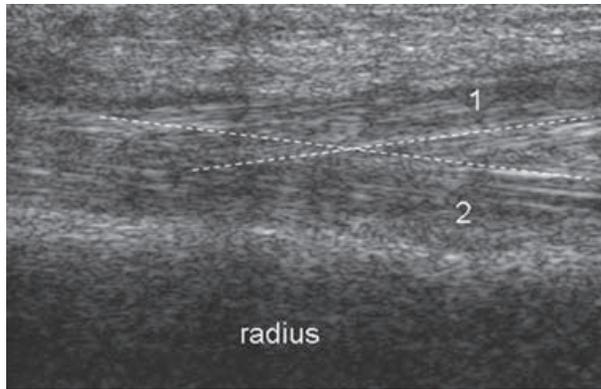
Aspect échographique normal en coupe échographique longitudinale à l'union du tiers moyen et du tiers distal du bord radial de l'avant-bras. Croisement des tendons du 1^{er} compartiment (1) et du 2^e compartiment (2).
